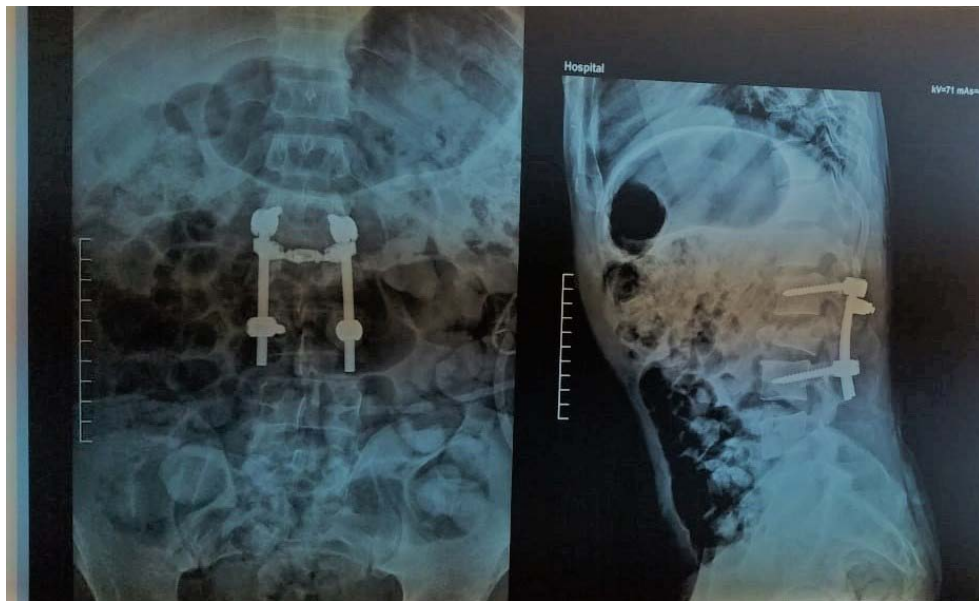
Radiographie postopératoire face du RDL de face (à gauche) et de profil (à droite) montrant une ostéosynthèse montage court de L3.
